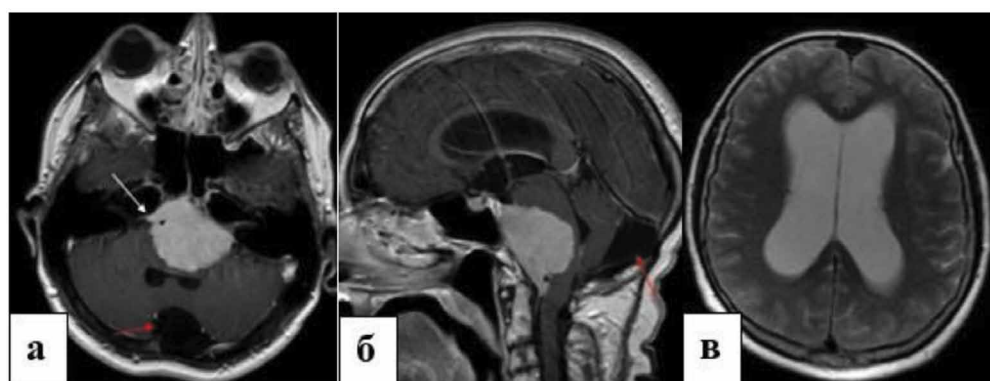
МРТ пациентки Р. Определяется гигантская менингиома основания задней черепной ямки, больше справа, распространяющаяся на скат, в правый внутренний слуховой проход (указано стрелкой, рис. 1, а). Опухоль распространяется в спинномозговой канал до уровня С-1 позвонка (рис. 1, б). Визуализируется ретроцеребеллярная арахноидальная киста (указана красной стрелкой, рис. 1, а, б). Отмечается гидроцефалия с признаками петивентрикулярного отека при МРТ в режиме Т-2 (рис. 1, в).
